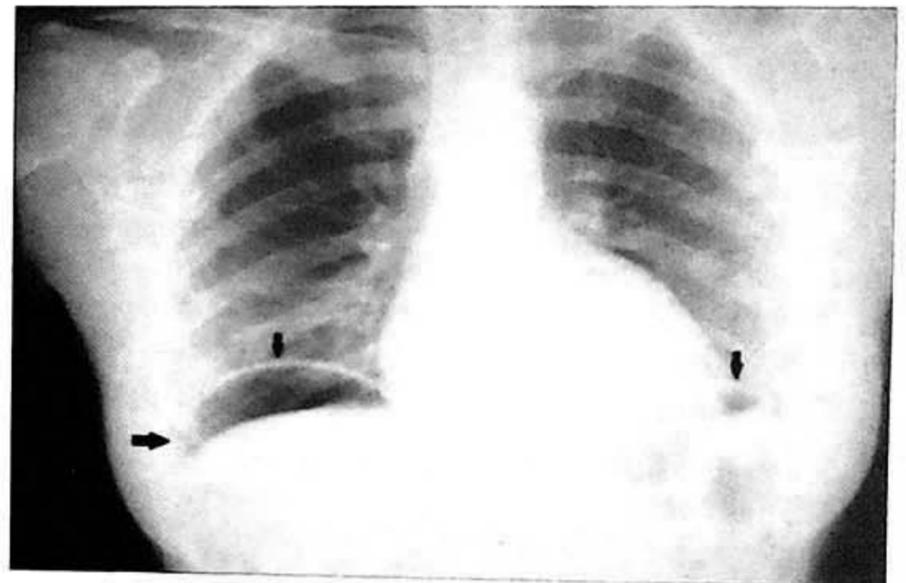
Radiografía de tórax proyección postero-anterior. Nótese la imagen radiolúcida subdiafrágica derecha e izquierda (flechas negras), correspondiente a neumoperitoneo en una paciente con perforación de víscera hueca.
